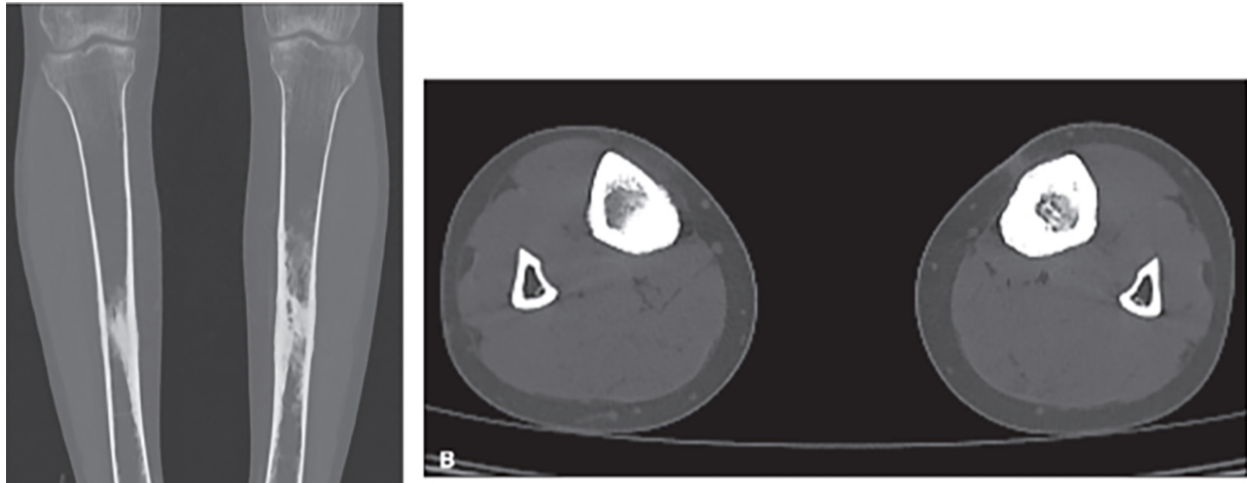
A e B — Cortes coronais e axiais de tomografia computadorizada dos membros inferiores de um paciente de 35 anos com dor crônica na face anterior da tíbia. Nota-se espessamento do osso cortical, envolvendo as superfícies periosteal e endosteal, além de esclerose do canal medular no terço médio das tíbias bilaterais. As alterações determinam o estreitamento do canal medular. Fonte: *Sclerosing bone dysplasias: a pictorial essay*.
